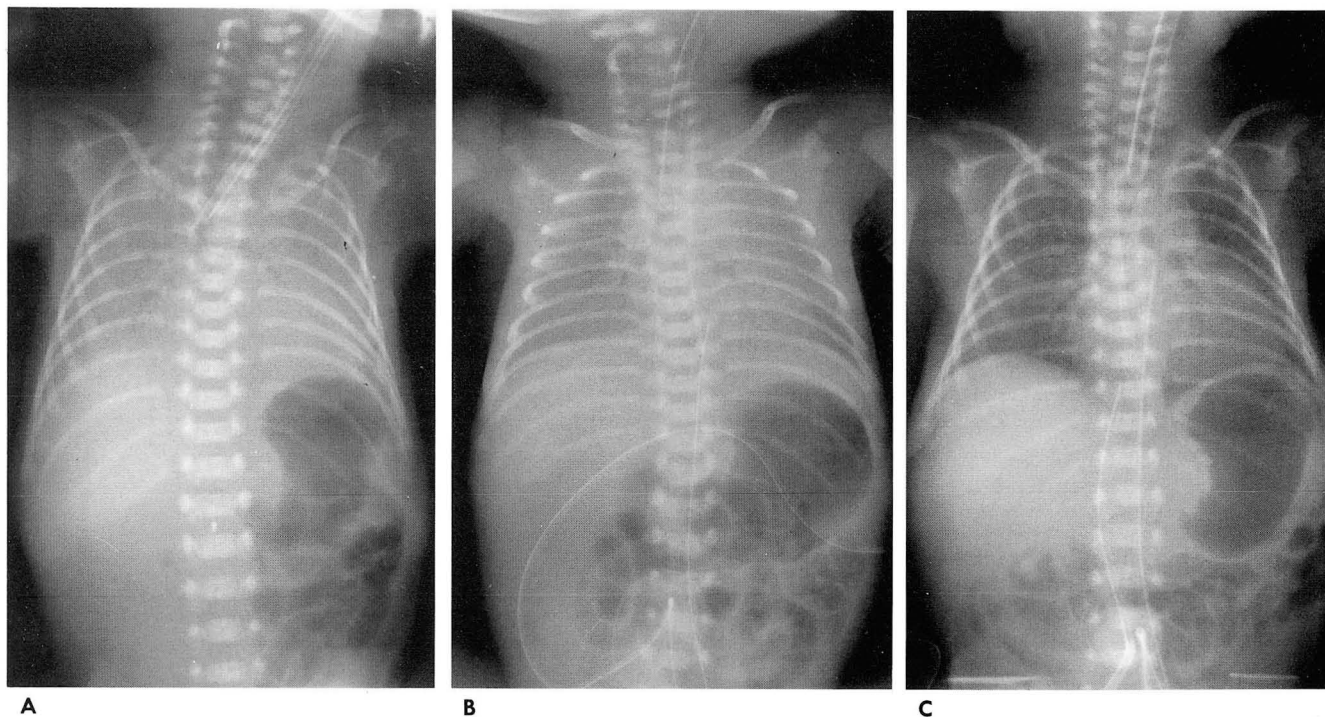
Radiographs demonstrate clearing of hyaline membrane disease (HMD) during surfactant administration.
